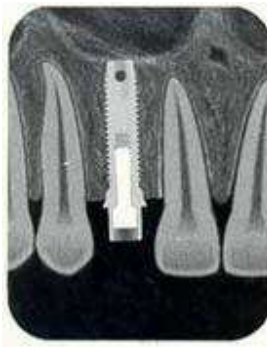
Radiografía del implante a los seis meses de haber sido colocado.²⁶
